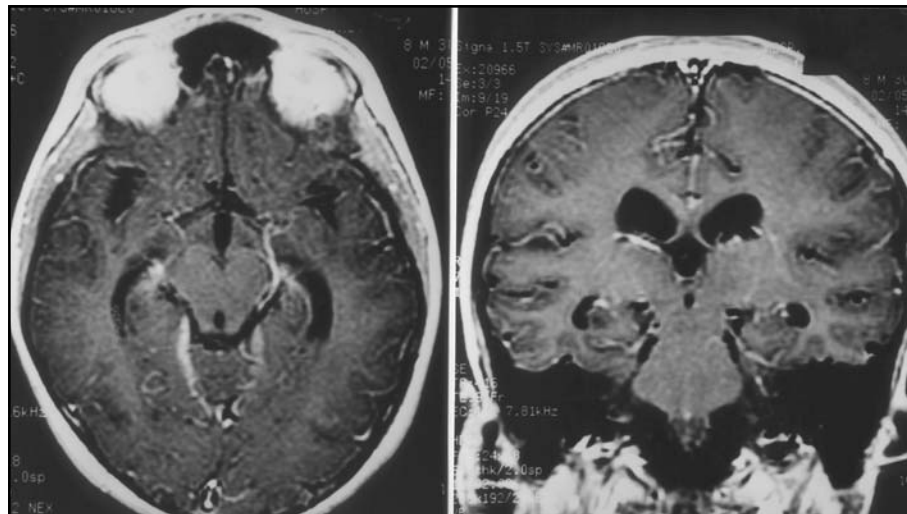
Ressonância magnética do crânio na seqüência T1 com contraste, sem alterações após dois meses de tratamento: A, plano axial; B, plano coronal.
